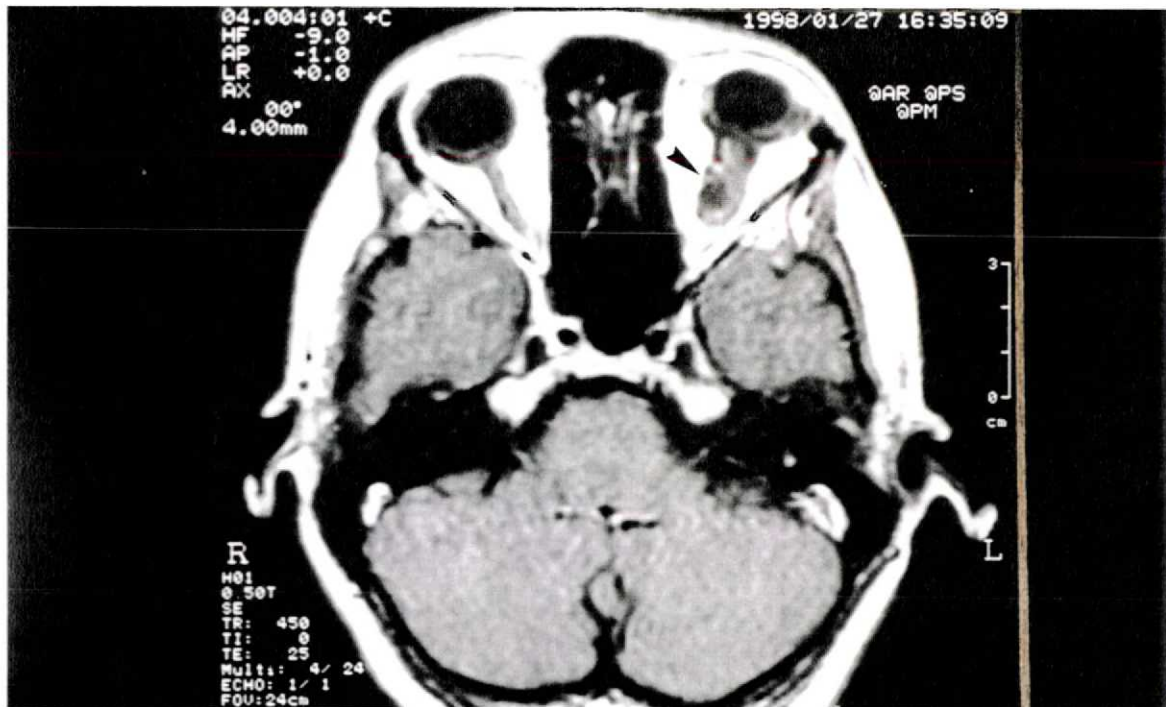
Exame de ressonância magnética do caso n.º 7, corte axial em T1, demonstrando o aspecto da lesão 5 anos após a intervenção cirúrgica (cabeça de seta).
